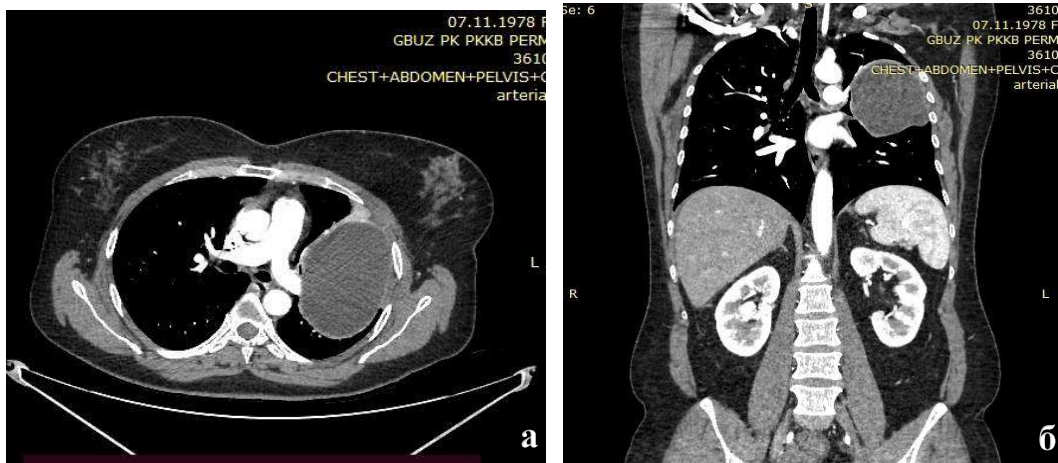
КТ органов грудной полости, артериальная фаза, аксиальный (а) и фронтальный (б) срезы. Эхинококковая киста левого легкого.
